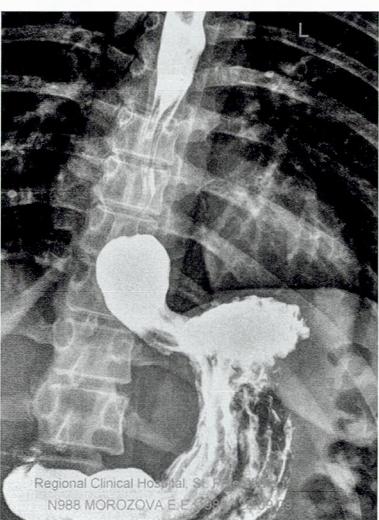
Аксиальная кардиофундальная хиатальная грыжа (рентгенография с BaSO_4)
